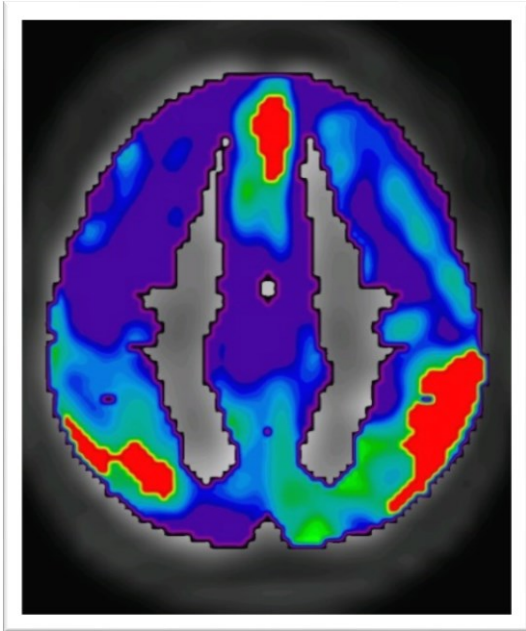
Beispielhafte PET I von Proband RB310137
